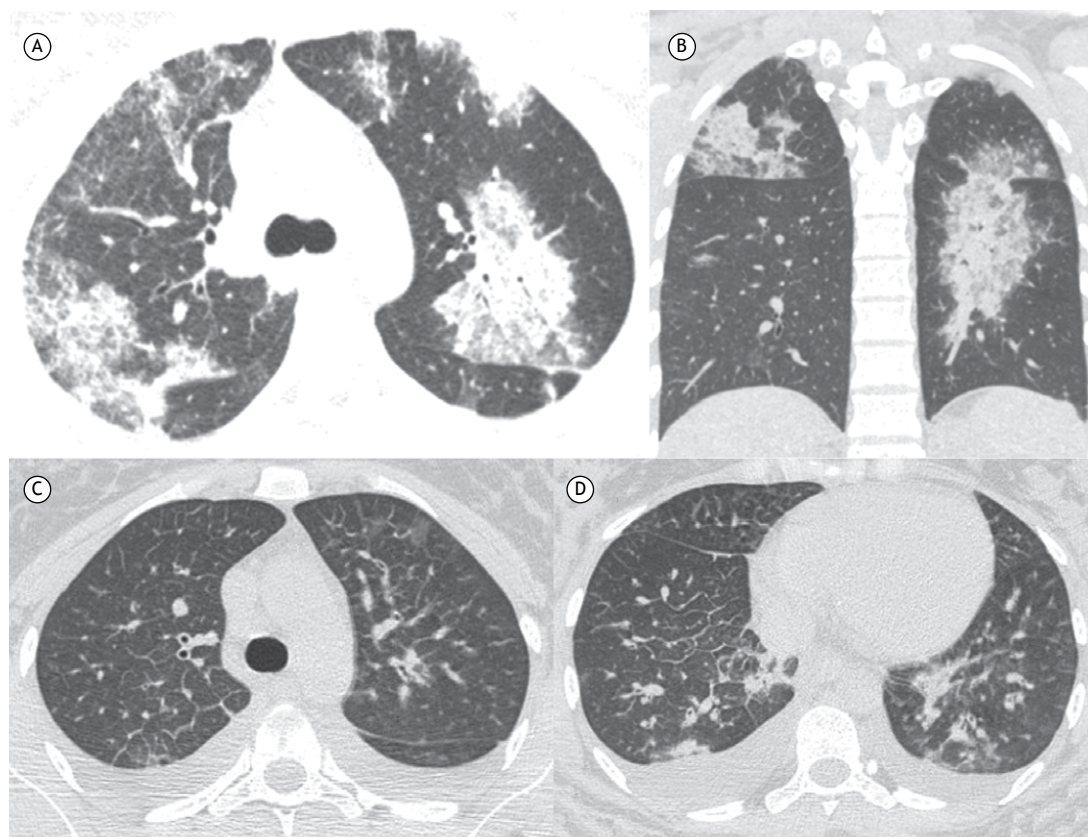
Duas pacientes diagnosticadas com dengue. Em A e B, mulher de 37 anos de idade com dengue grave e hemorragia pulmonar. TC axial (A) e reconstrução coronal (B) mostrando áreas multifocais bilaterais de consolidação e opacidade em vidro fosco. Em C e D, mulher de 51 anos de idade com dengue grave e achados de edema pulmonar. TC axial dos lobos superiores e inferiores (C e D, respectivamente) mostrando espessamento peribroncovascular e dos septos interlobulares bilateralmente, juntamente com áreas multifocais de leve consolidação e opacidade em vidro fosco em ambos os pulmões. Observa-se ainda derrame pleural bilateral.
